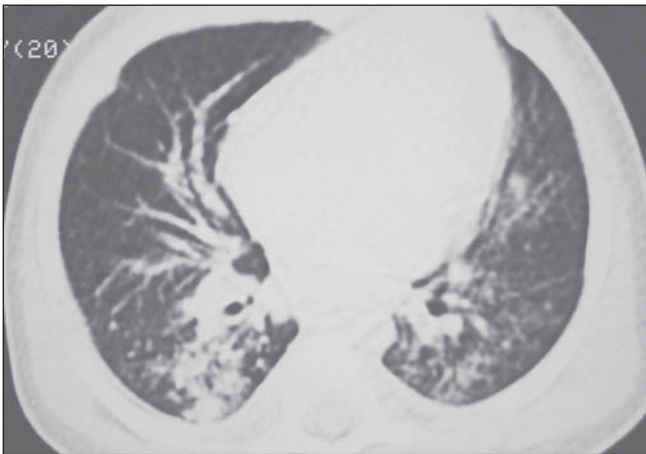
Tomografia computadorizada de tórax mostrando nódulos centrolobulares nos lobos inferiores, sendo confluentes à direita.
